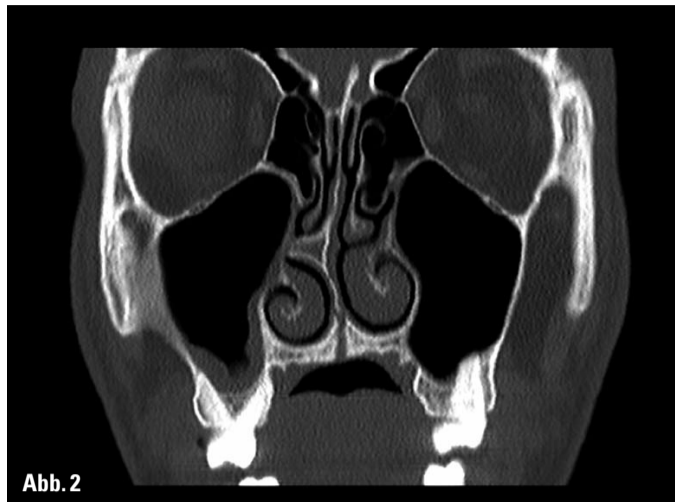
CT-Darstellung der skeletalen Wirkung bei Spätbehandlung mit 17 Jahren; Zustand am Ende der Aktivierung bei kurzzeitiger Apparaturentfernung. (1): geöffnete Gaumennaht in axialer Primärschicht auf Höhe der Apices; (2): enge Lage der Wurzeln zur bukkalen Kortikalis; (3): Dorsalsicht in 3-D-Reformatierung.
